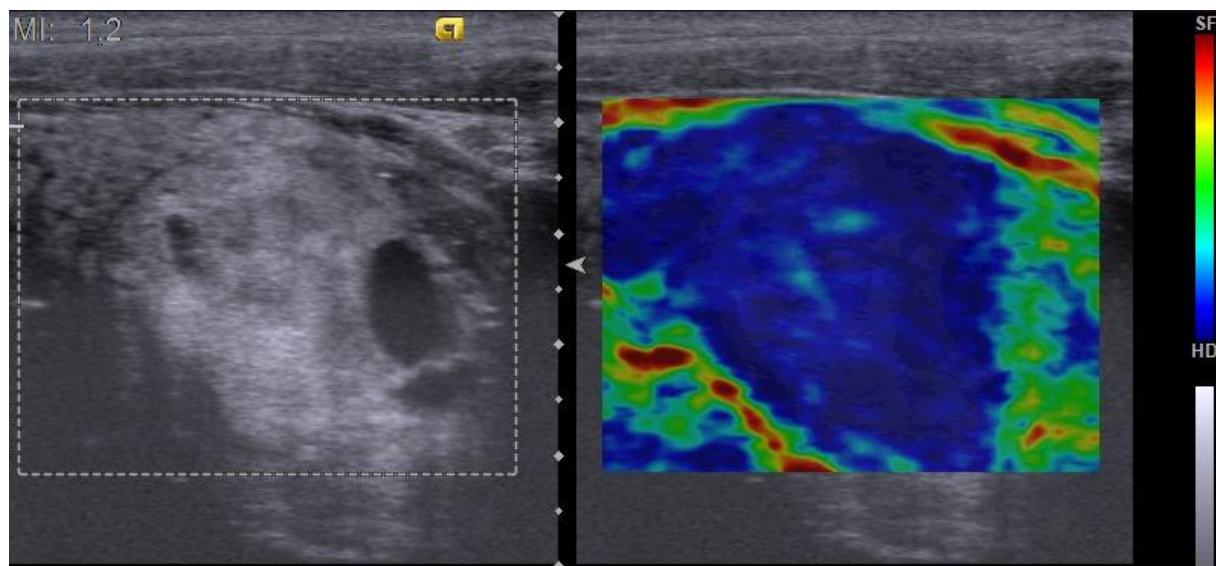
Узел ЩЖ. УЗИ: В-режим (продольное сканирование) и КЭГ. Изоэхогенный неоднородный узел с четким контуром. На КЭГ интенсивное неоднородное окрашивание, цветовой паттерн синего цвета. Индекс жесткости 4 балла (фолликулярный вариант папиллярного РЩЖ)
